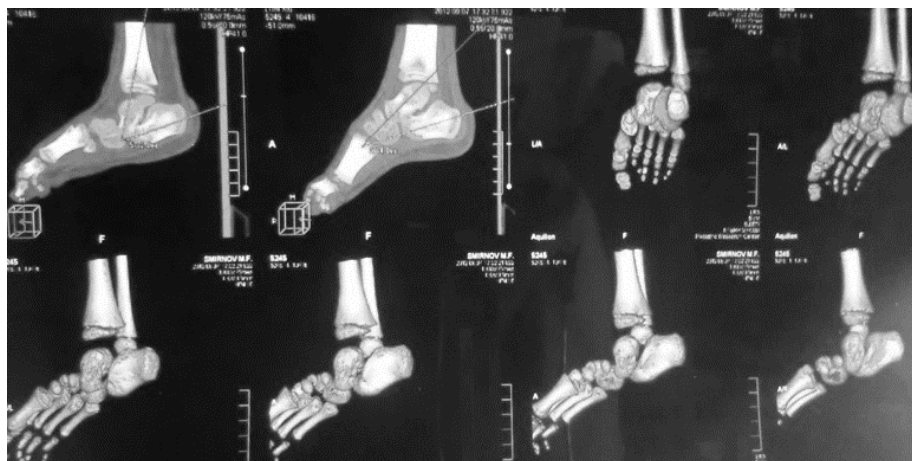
Мальчик С., 2 года. Врожденный вертикальный таран справа, косою таран слева. Компьютерная томография
